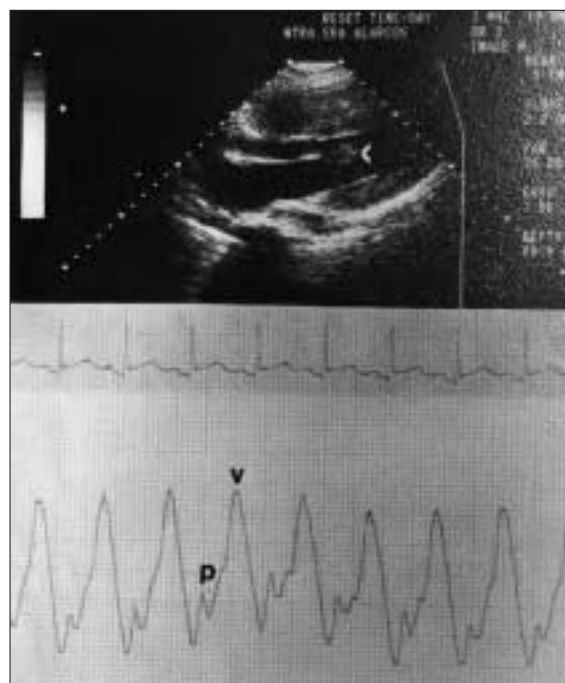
Ecocardiograma transtorácico bidimensional, plano paraesternal longitudinal del ventrículo izquierdo, que muestra el músculo papilar anterior (flecha) flotando libre en el ventrículo izquierdo, unido a sus correspondientes cuerdas tendinosas. Registro arterial pulmonar que revela una gran onda V (v) que asciende desde de la rama descendente de la arteria pulmonar (p).
